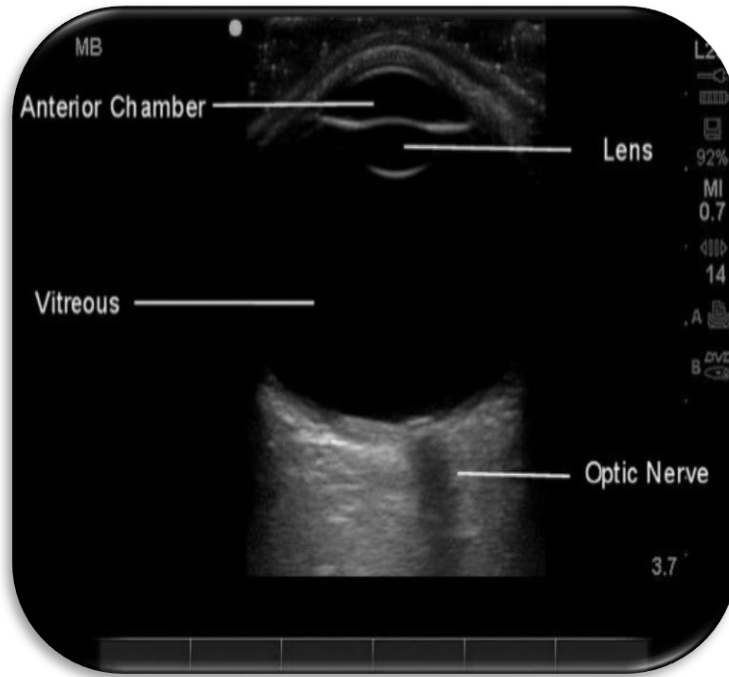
Ecografía ocular.- Con parámetros dentro de la normalidad
